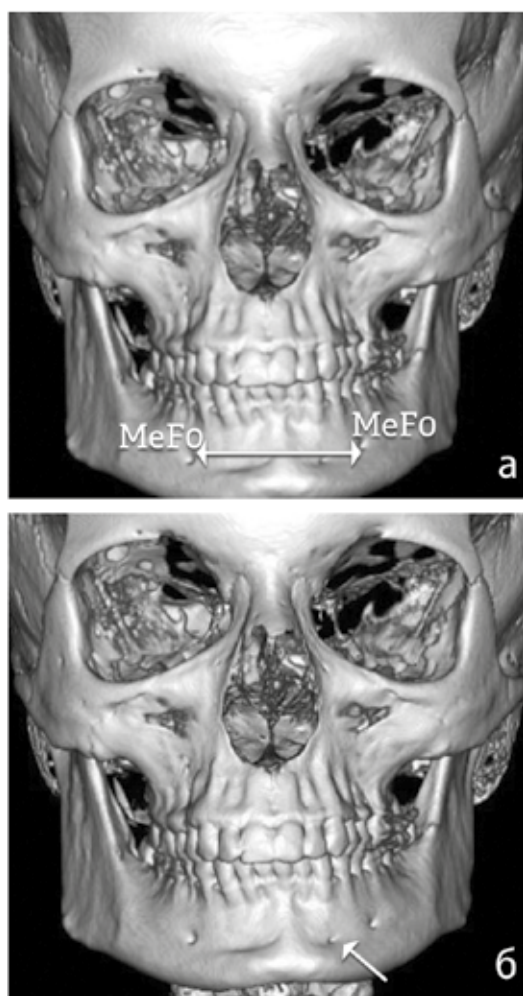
Фотография компьютерной томограммы черепа пациента:
